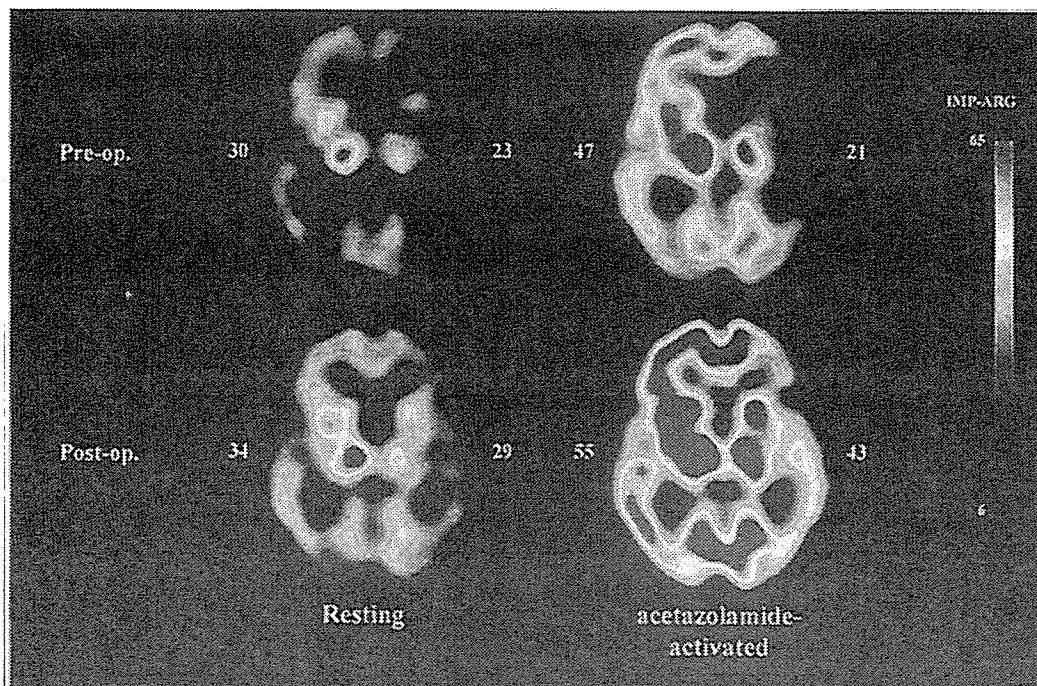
血行力学的脳虚血症例の脳血流 SPECT 定量画像解析
